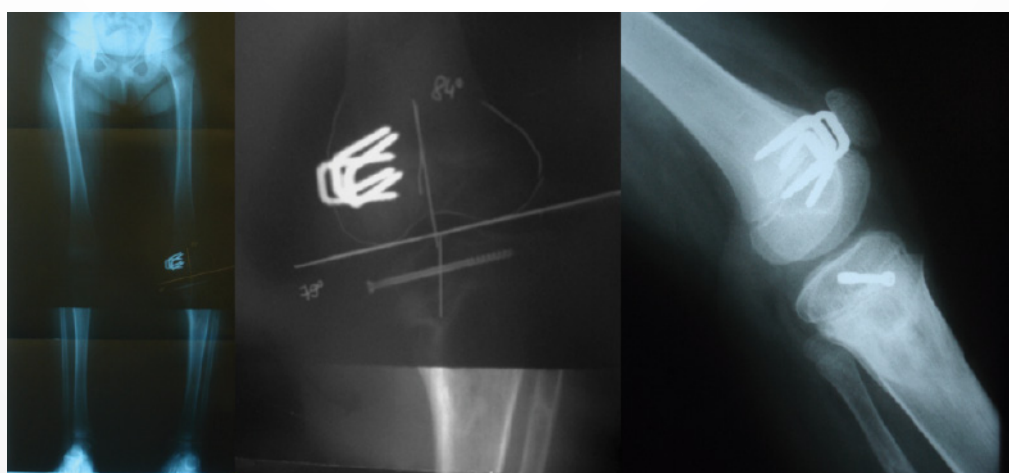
Radiografias 2 semanas pós operatório de epifisiodese medial do fêmur esquerdo
